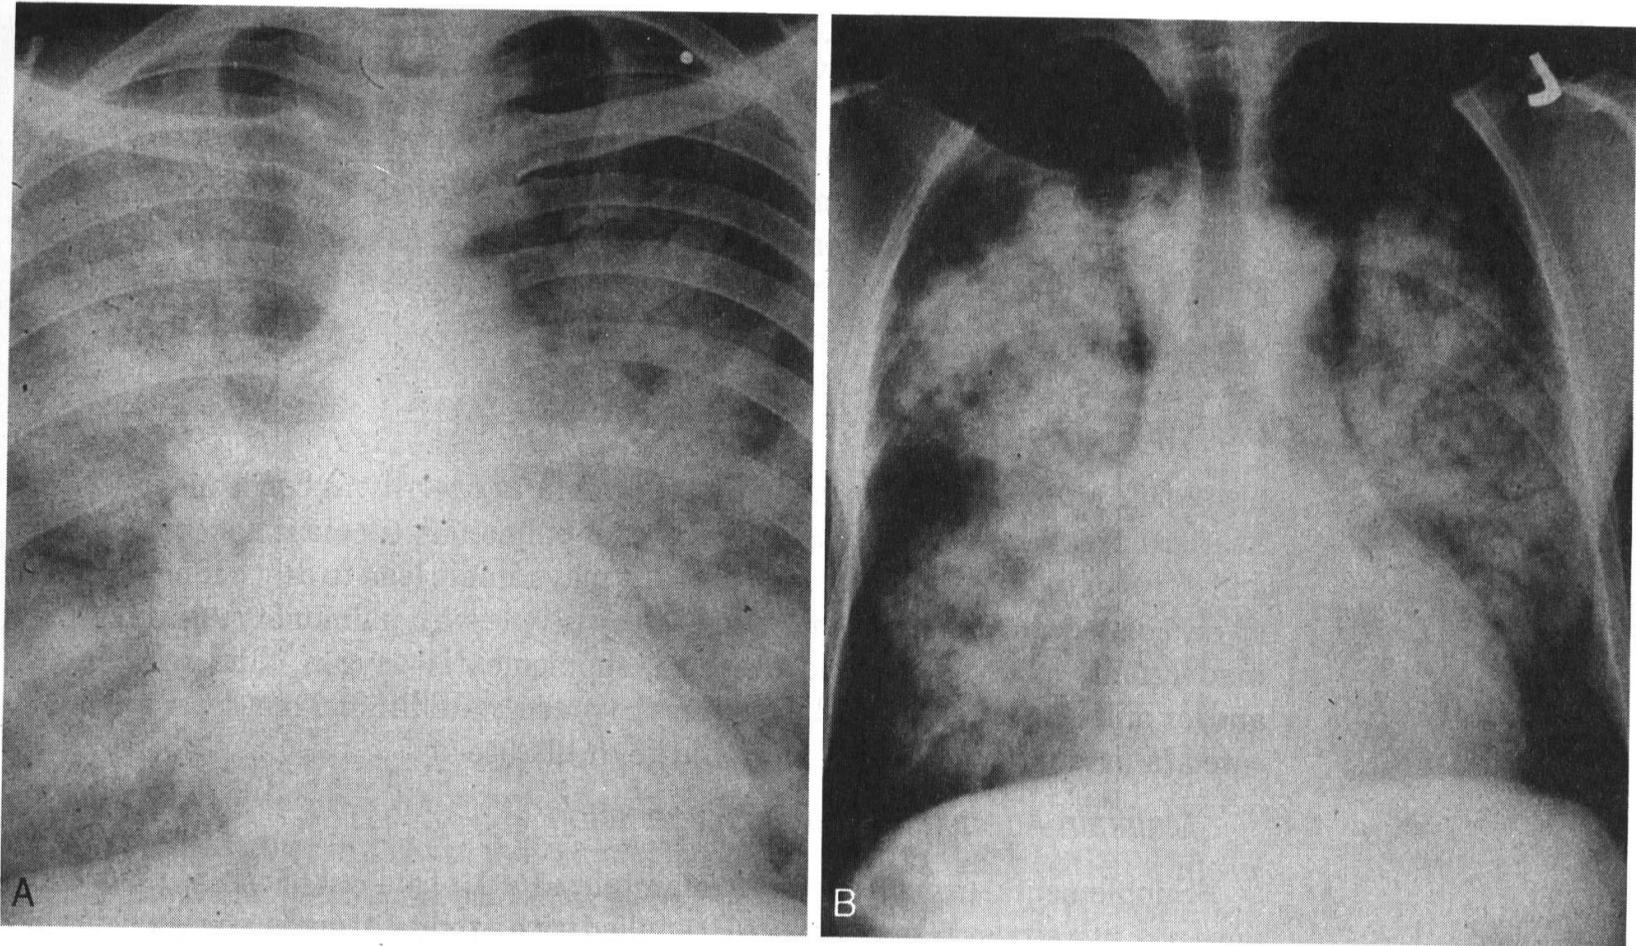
Chest radiographs of two patients with cardiogenic pulmonary edema with bilateral air space edema (alveolar flooding). Note the butterfly-wing distribution to the edema most conspicuous in patient B. (Courtesy of the late Dr. Leo Schamroth and Dr. HJL Marriott.)
